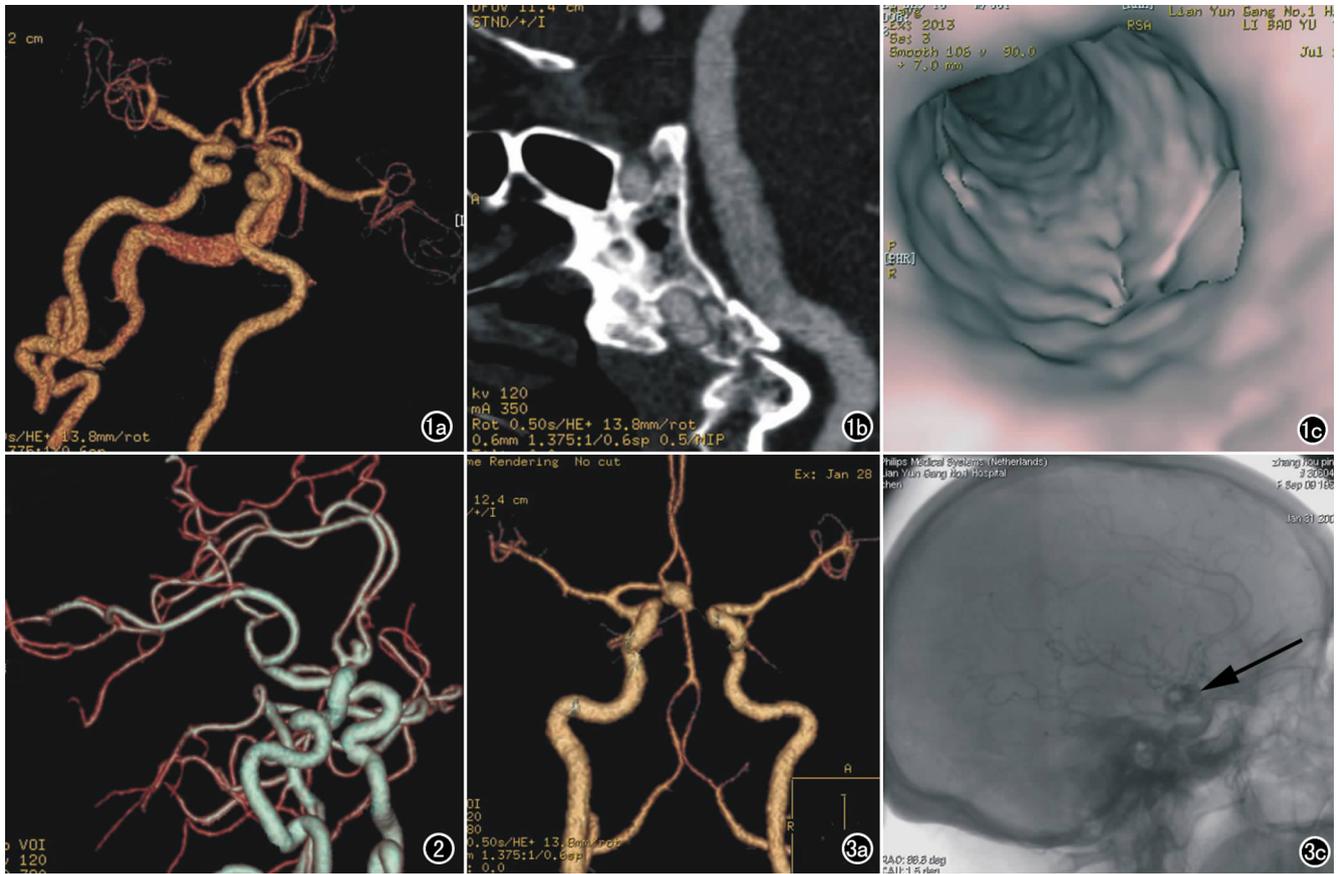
a) 减影 CTA 示基底动脉梭形动脉瘤表现为基底动脉呈梭形扩张; b) 曲面重建图像; c) 仿真内镜图像,表现为管腔局部扩张,内壁欠规则。 图 2 减影 CTA 显示左大脑前动脉微小动脉瘤。 图 3 a) 减影 CTA 示前交通动脉; b) DSA 图像(箭)。
